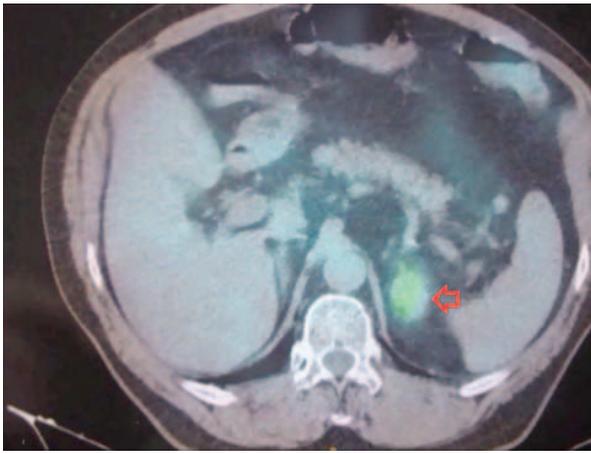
PET metástasis en glándula suprarrenal.
